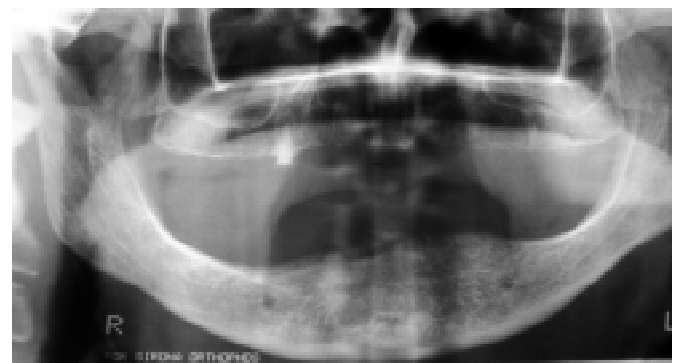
Ортопантомограма хворої Г., 69 років: дефект зубного ряду на нижній щелепі, нерівномірність кісткової структури в ділянках кутів нижньої щелепи з обох боків
